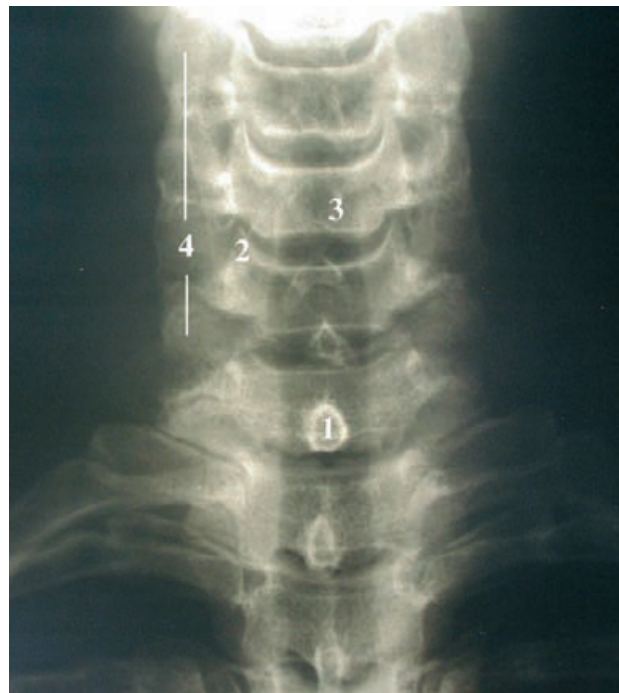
Radiografía anteroposterior de la columna cervical. 1) Apófisis espinosa. 2) Apófisis unciforme. 3) Silueta de la tráquea sobre los cuerpos vertebrales. 4) Apófisis transversas.
